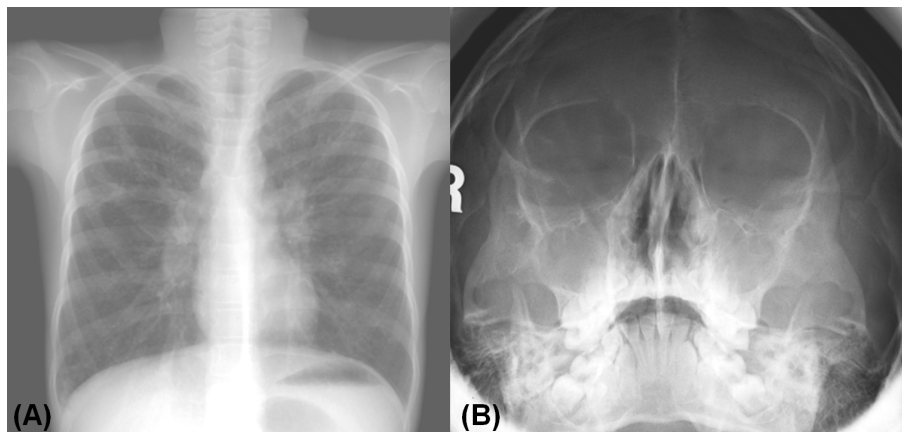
(A) Plain chest X-ray shows diffuse nodular densities in both lungs. (B) Water's view shows both maxillary sinusitis.
